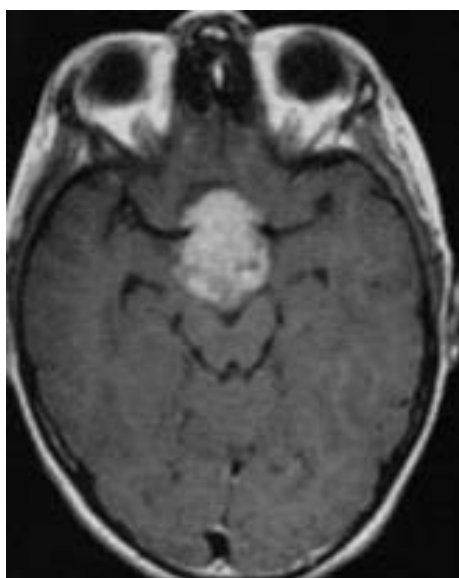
Глиома хиазмы МРТ, T2-W.
